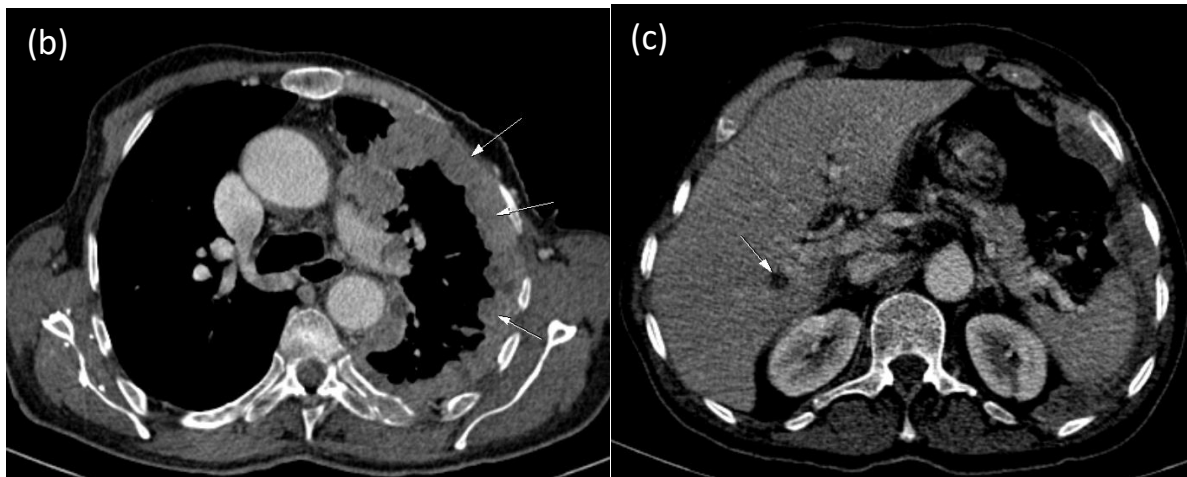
Coupes axiales TDM (a) avant injection du PDC et (b) et coronales (c) après injection du PDC :
